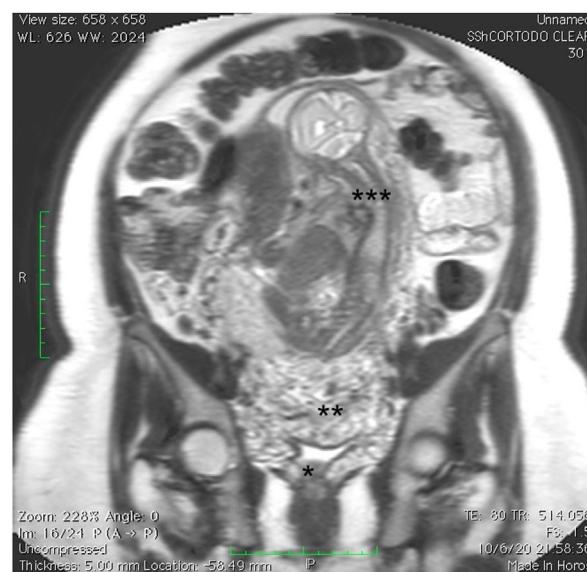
Resonancia magnética nuclear: se demuestra la presencia de placenta previa, con lagunas vasculares y pérdida de la interfaz miometrial, con invasión cervical.
